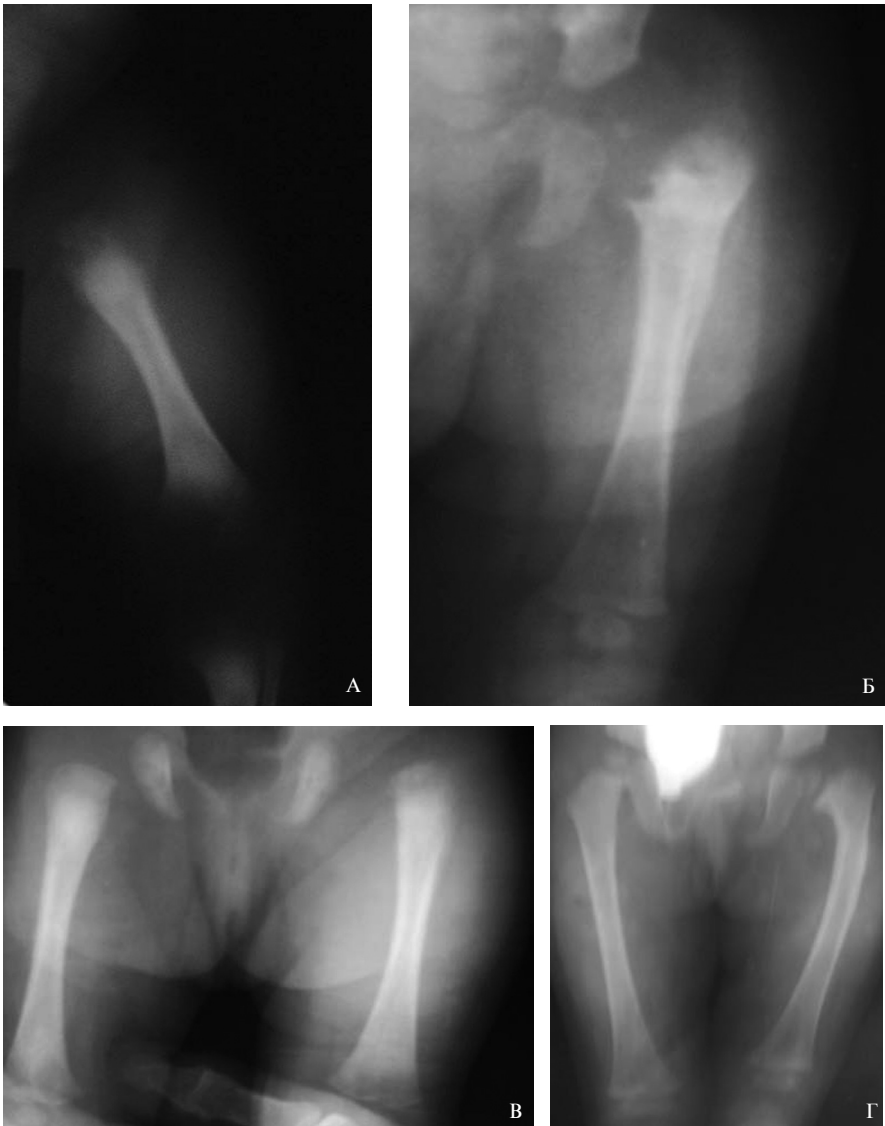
Рентгенограммы левой нижней конечности больной Л.: А — деструкция проксимального метаэпифиза левого бедра при поступлении; Б — в возрасте 45 дней; В — укорочение левого бедра в возрасте одного года, Г — соха вага с уменьшением шейечно-диафизарного угла.
